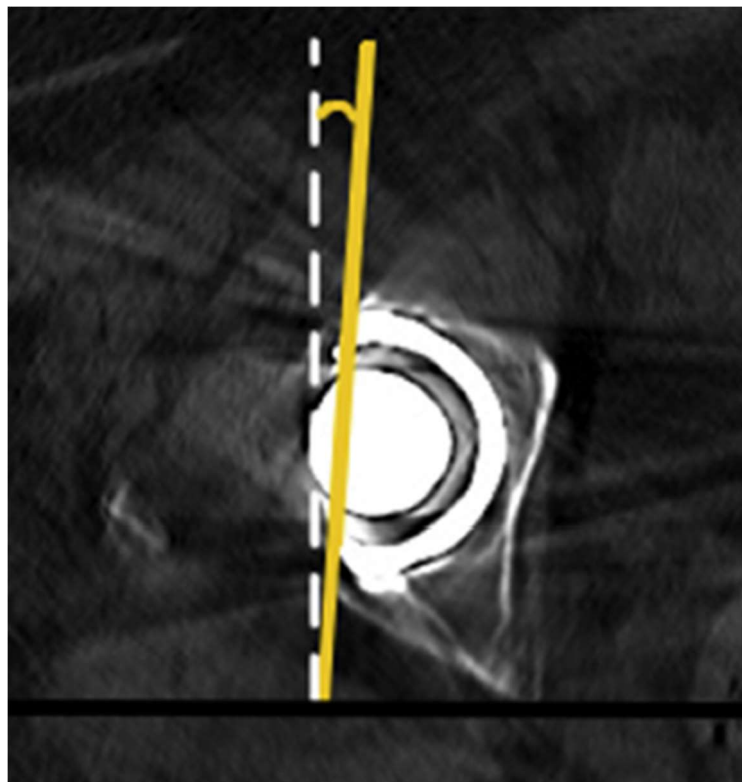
l'antéversion de la cotyle à la TDM [37]
